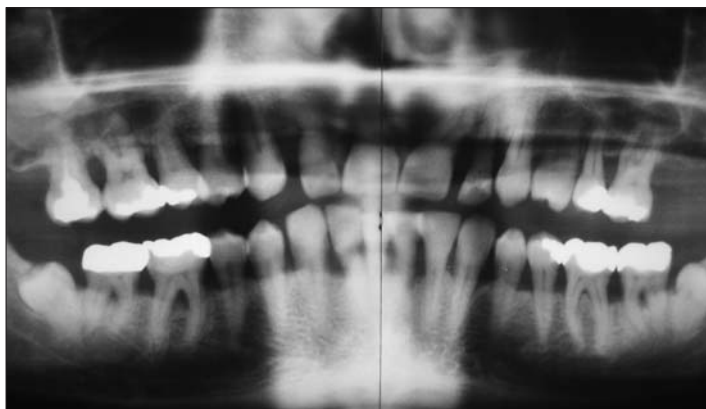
Die Röntgenübersichtsaufnahme des in Abbildung 2 und 3 gezeigten Patienten. Der röntgenologische Befund des Patienten zeigt eine deutliche parodontale Erkrankung, welche sich intraoral bei oberflächlicher Inspektion ohne klinische Entzündungszeichen darstellt. Auch die Lockerungsgrade der Zähne, die allesamt 0 bis maximal unter I sind, weisen nicht auf die Problematik des marginalen Zahnhalteapparates hin.
